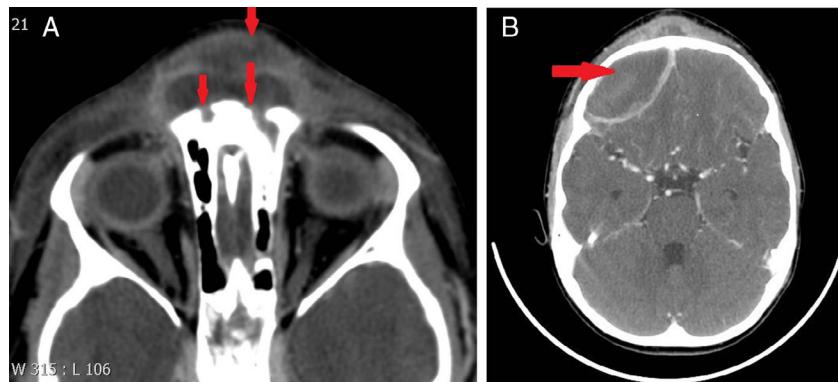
Estudio de TC de cráneo con contraste por vía intravenosa realizado un mes después. A) Se aprecia la misma ocupación del seno frontal izquierdo y en menor grado también del derecho. A través del hueso frontal, se aprecia una fistulización anterior al tejido subcutáneo, donde se aprecia un absceso de partes blandas (flechas). B) A nivel más craneal, se aprecia una colección epidural como resultado de una fistulización posterior desde el seno (no visible en esta imagen). Se aprecia un importante efecto de masa sobre el lóbulo frontal y discreto desplazamiento de línea media.
